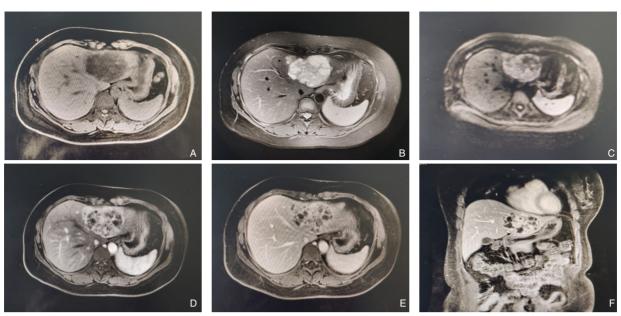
PHNEN患者术前MRI(单个病灶) A: 团块状病灶T1低信号; B: T2WI高信号; C: DWI部分高信号; D: 增强动脉期不均匀分割样强化; E-F: 静脉期及延迟期持续强化
